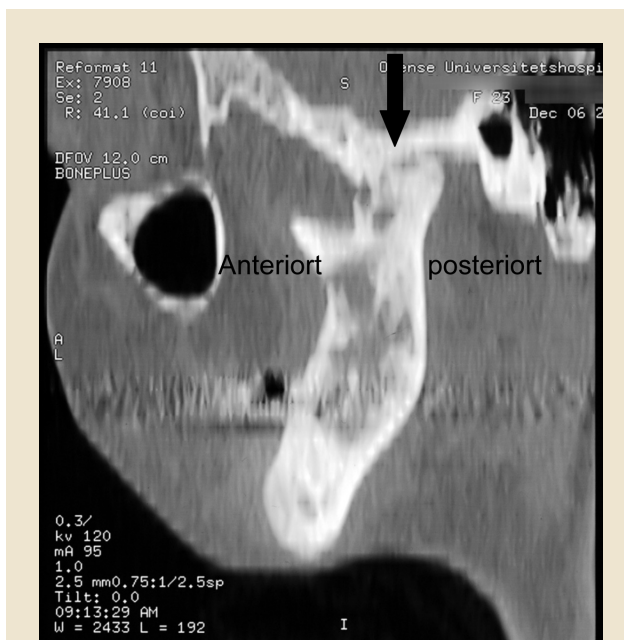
CT-scanning af højre kæbeled med ankylose (pil), sagittal optagelse.
